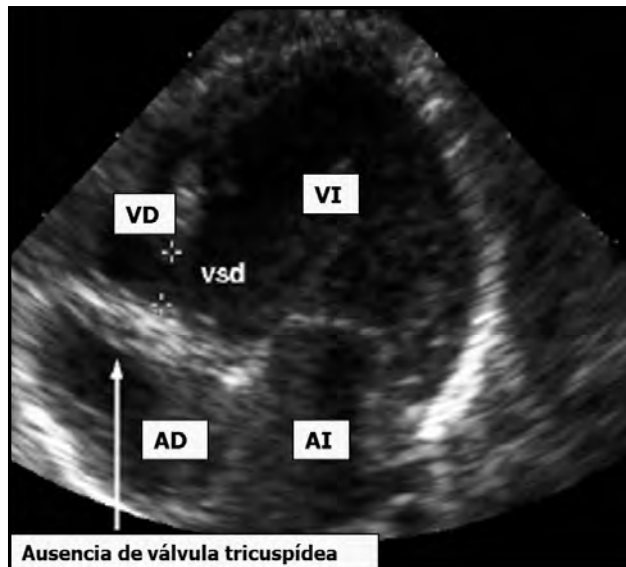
Ecocardiograma de la AT (Davide Magnani).
